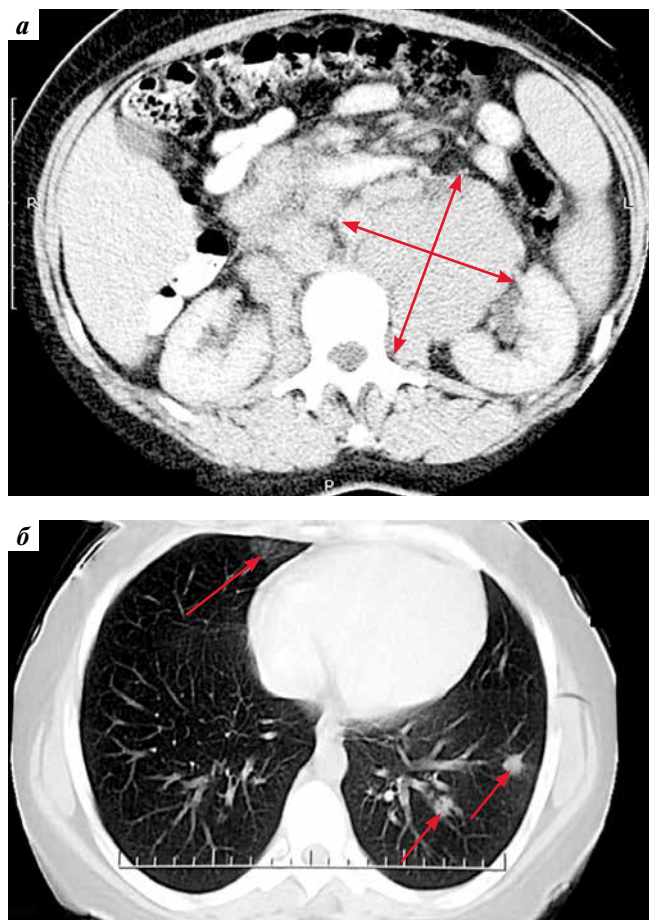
Компьютерная томография в дебюте заболевания: а — массивный забрюшинный конгломерат (стрелки); б — многоочаговое поражение легочной ткани (стрелки)
